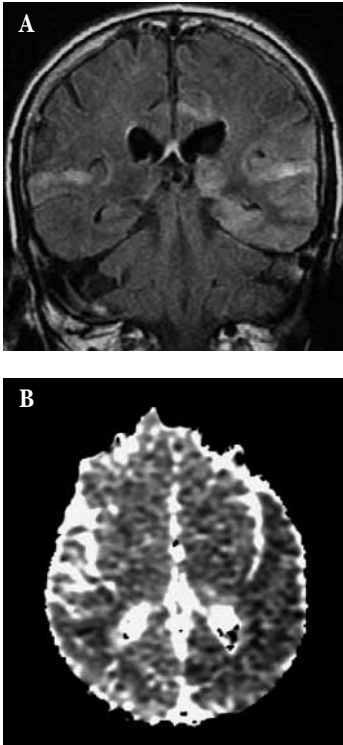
Encefalitis herpética. Estudio mediante resonancia magnética. Corte coronal potenciado en FLAIR (A) que demuestra hiperintensidad temporal bilateral y asimétrica característica. Mapa ADC (B) que muestra hipointensidad temporal izquierda que sugiere alteración de la difusión en el área afectada.
